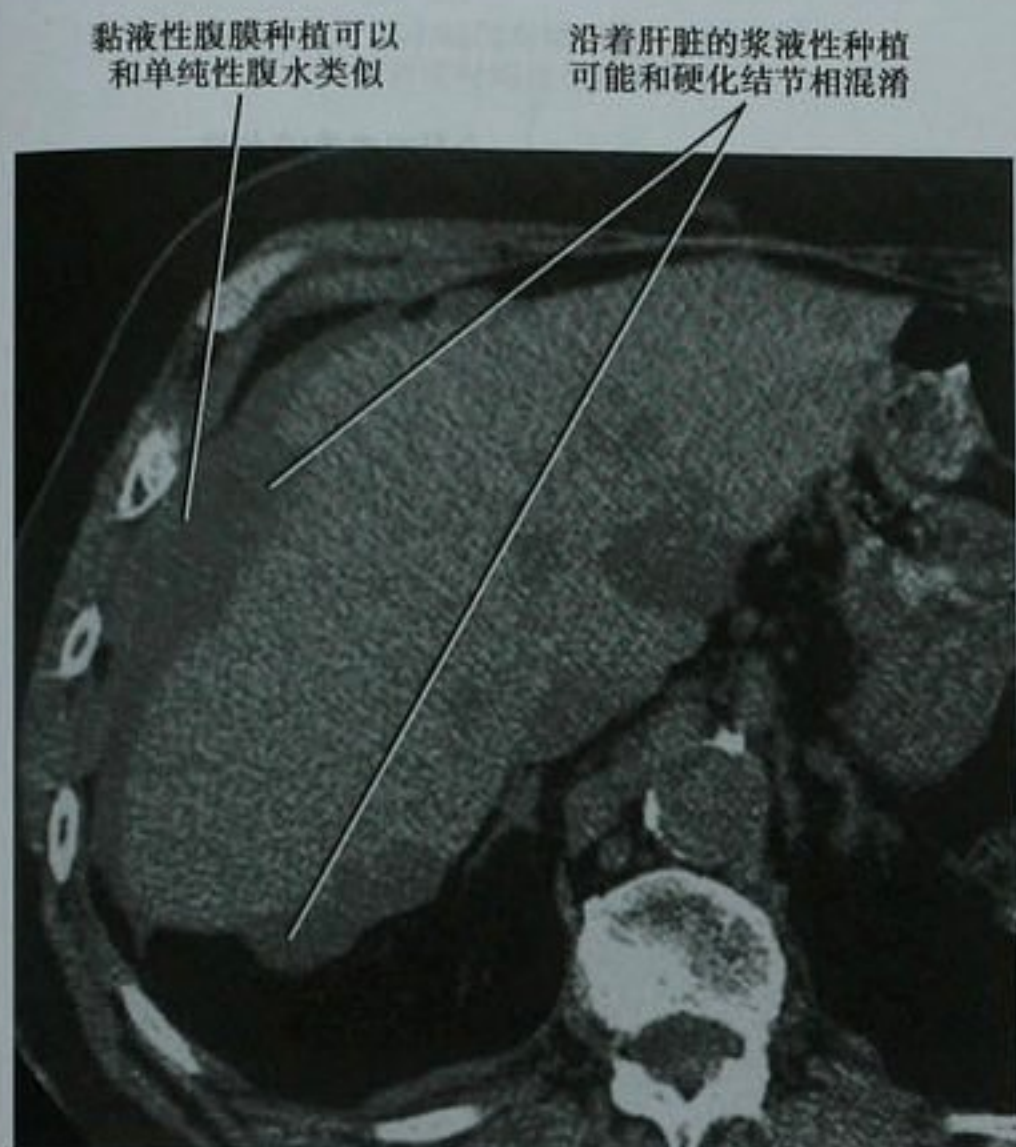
黏液性腹膜转移患者上腹部轴位 CT 平扫
